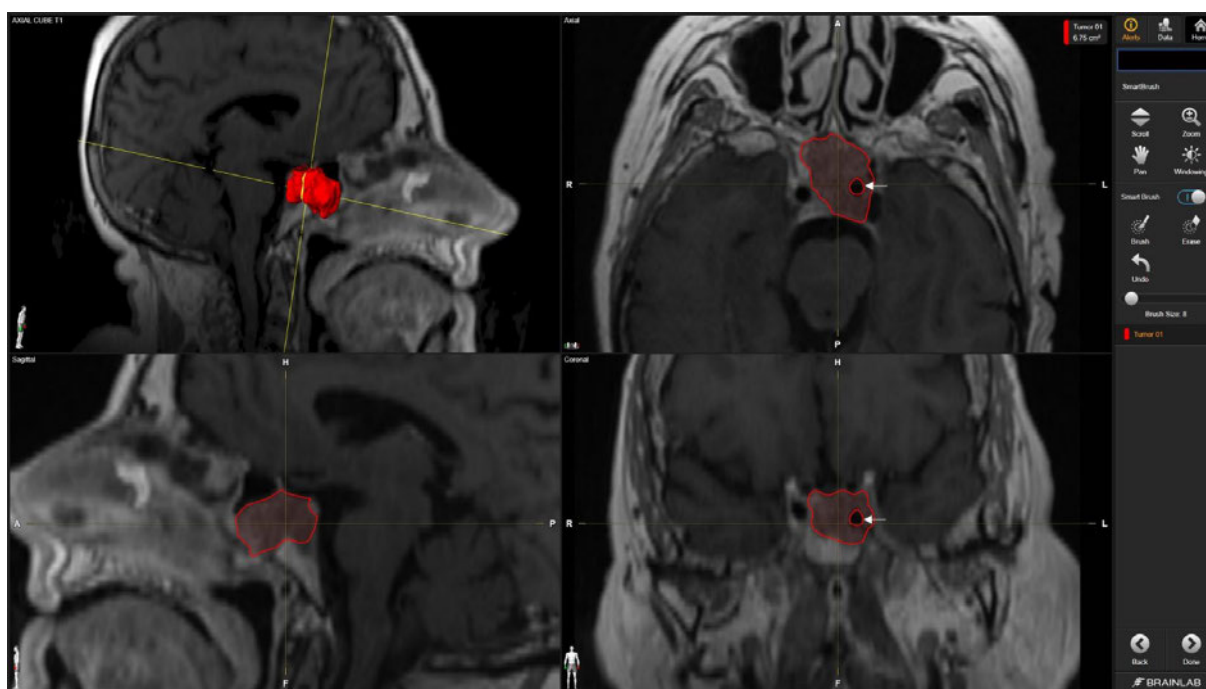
Imágenes de resonancia magnética mostrando el volumen tumoral medido mediante el software Smart-brush (Brainlab)®. Permite dibujar con precisión la silueta del adenoma evitando estructuras incluidas en la lesión, como por ejemplo arterias. Flecha: Arteria carótida interna.
